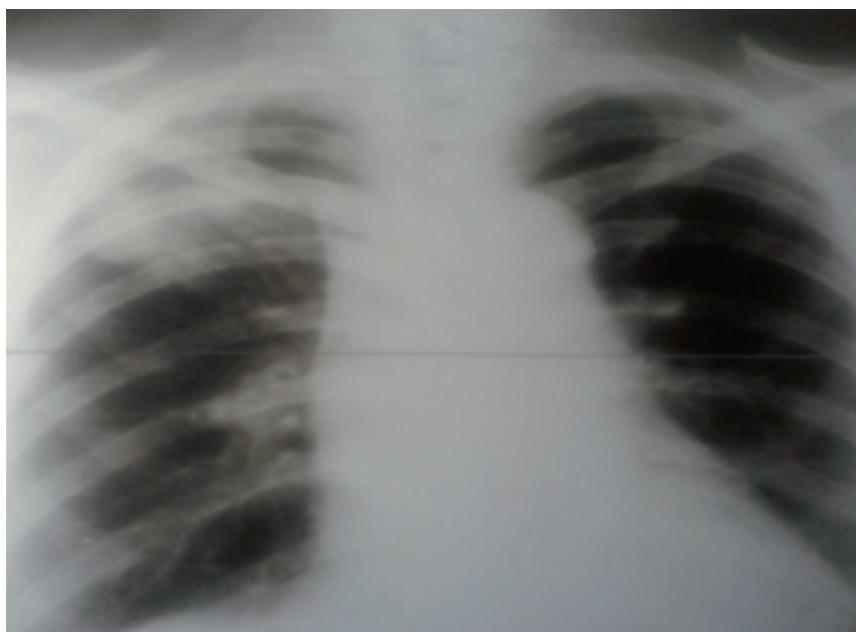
Обзорная рентгенограмма грудной клетки больной Б. через 2 месяца терапии линезолидом
